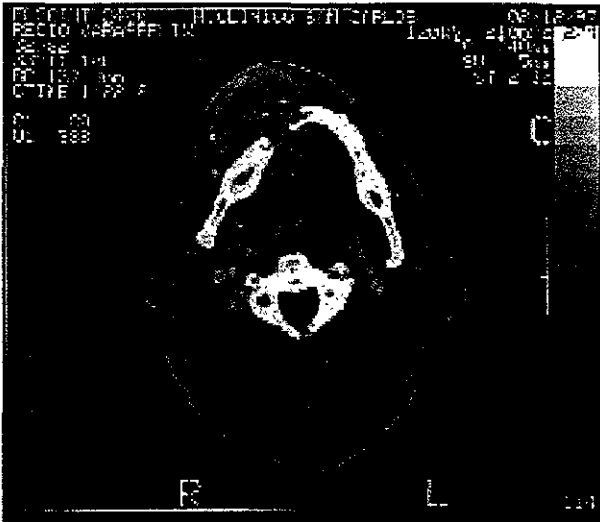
Tomografía computarizada de un paciente afectado con mieloma múltiple²⁹
